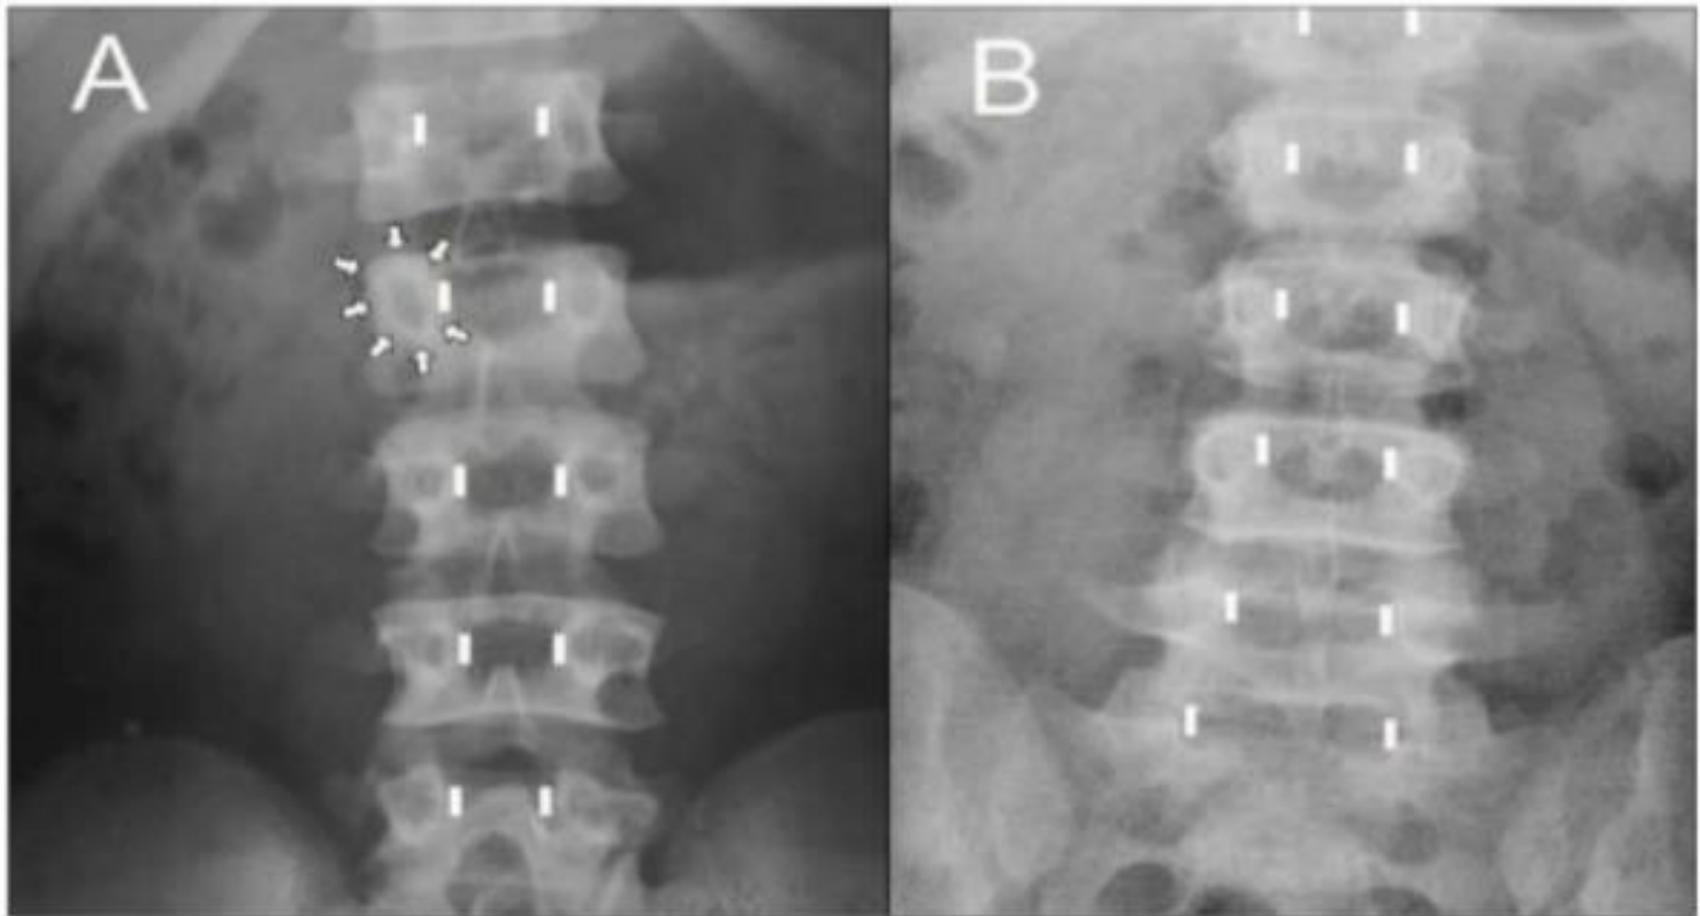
Lumbar spine x-ray of a child with achondroplasia (A) and a normal child (B). The white bars indicate the medial surface of the pedicles, one of which is surrounded by arrows.
